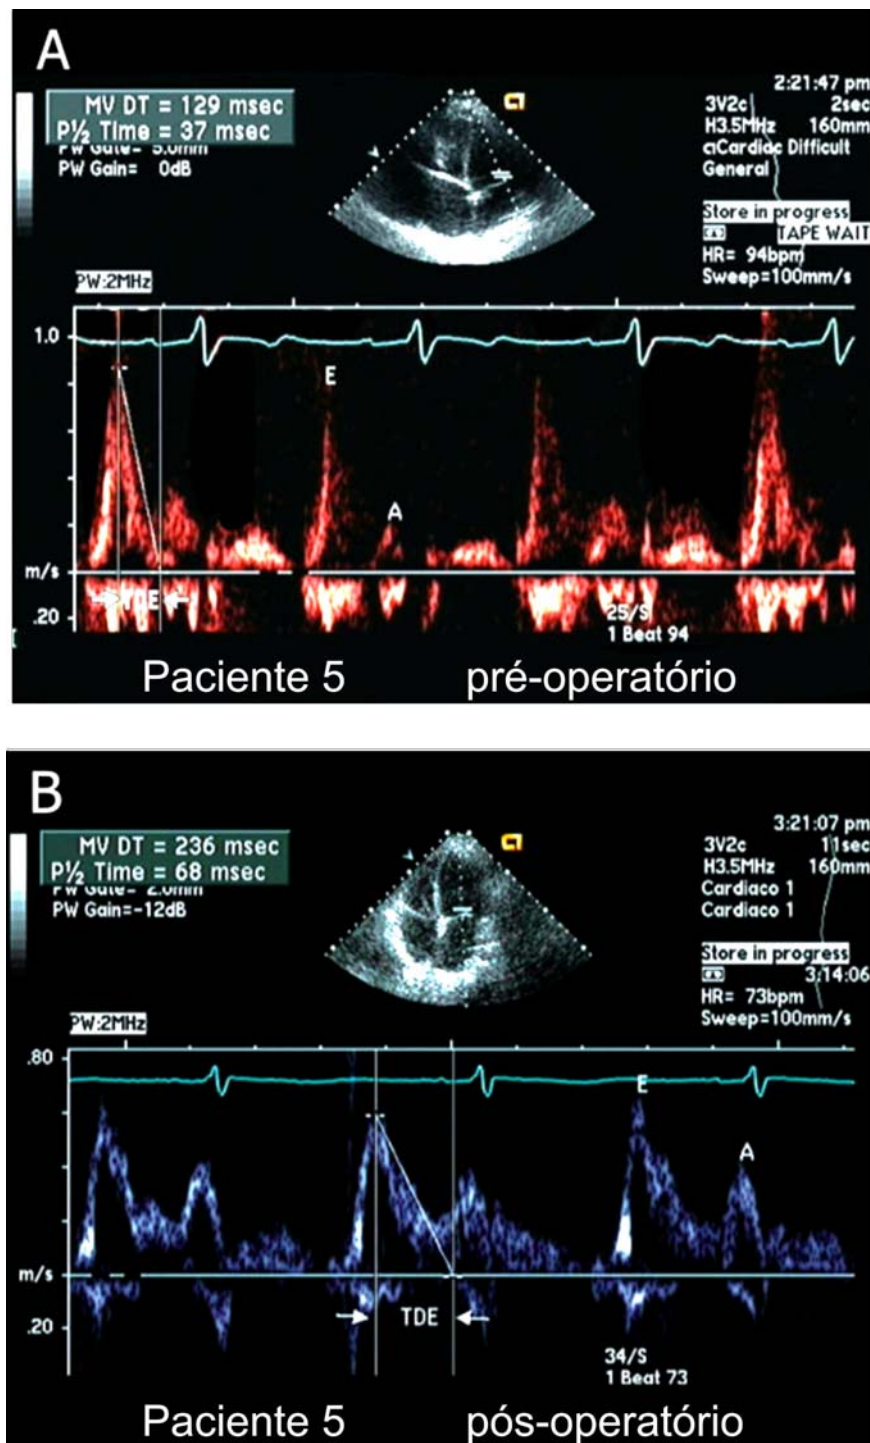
Mostra-se em corte apical quatro câmaras, a obtenção de Doppler pulsado do fluxo mitral, com medida do tempo de desaceleração da onda E. Nota-se (do mesmo paciente da figura anterior), a melhora da complacência do VE do pré- para o pós-pericardiectomia. TDE variou de 129ms (A) para 236 ms (B).
